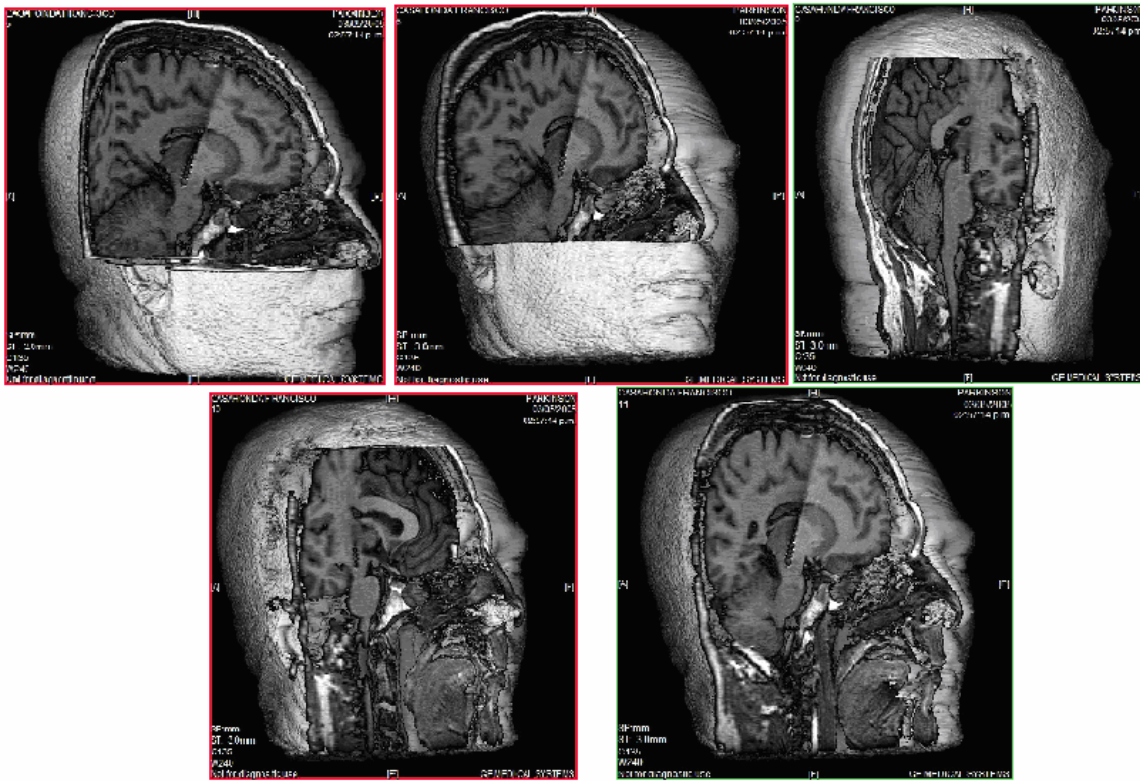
Reconstrucción tridimensional de una Resonancia Magnética de la posición de uno de los electrodos en las Raprl (un caso). Se nota como el electrodo entra oblicuo de manera antero-posterior, siguiendo la dirección de las Raprl. La punta se encuentra de manera inmediata al lemnisco, en el mesencéfalo del paciente. El resto de los contactos se encuentran en la unión mesencefálo-subtalámica, abarcando las Raprl, Zi y substancia Q (Ver mapeo en la siguiente sección).
